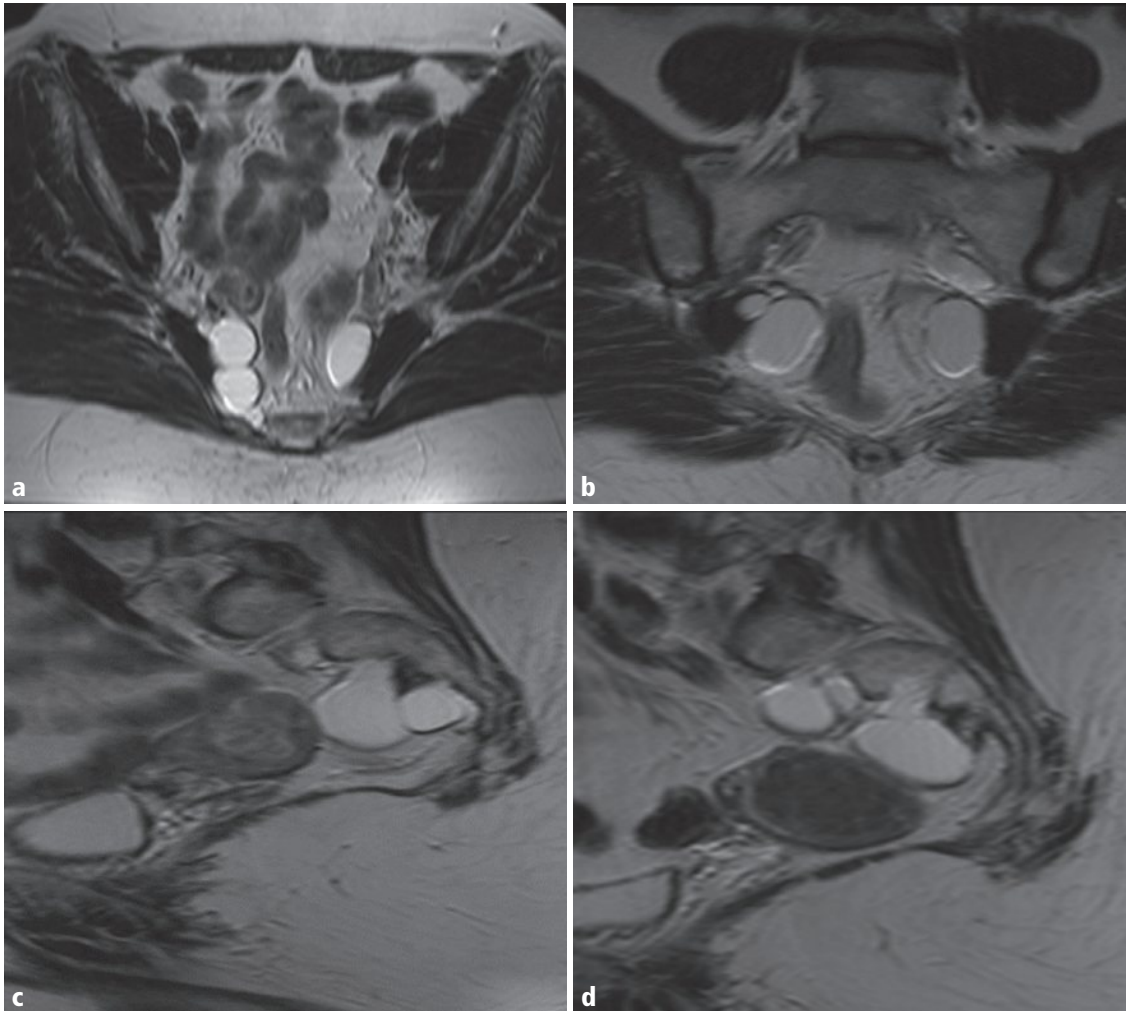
a–d Coupes IRM, en T2, dans le plan axial (a), coronal (b), sagittal droit (c) et gauche (d) : kystes de Tarlov à développement pelvien.
